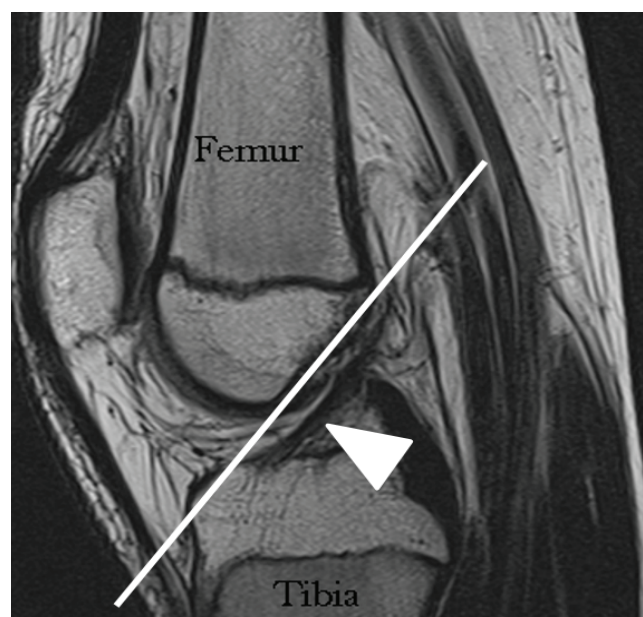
МР-томограмма коленного сустава в режиме PD SSE в сагиттальной проекции у здорового пациента 19 лет. Белым указана линия Blumensaat и нормальная передняя крестообразная связка (белая стрелка).
